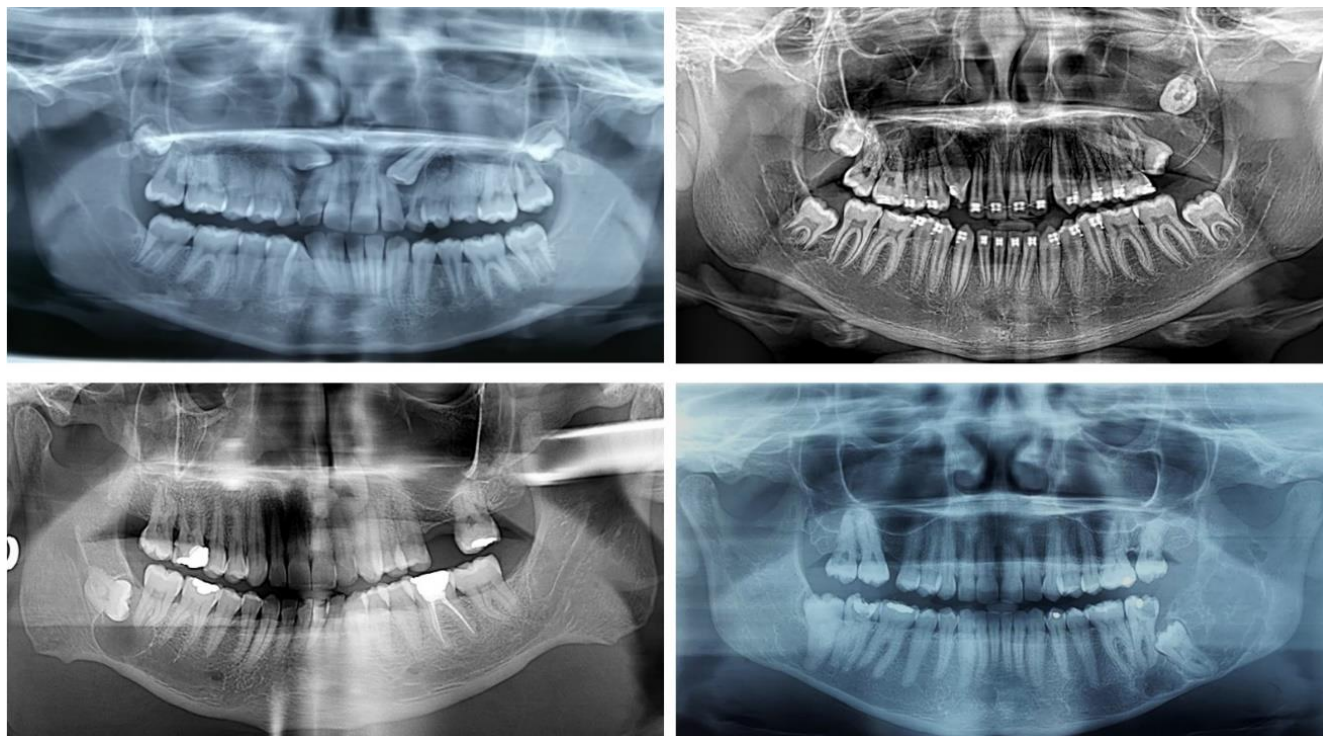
Radiografías panorámicas que muestran las lesiones odontogénicas más prevalentes en este estudio.
